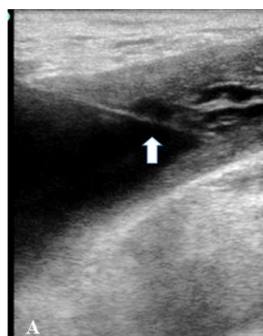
Лазерная облитерация КБ. А: В полость кисты введен лазерный торцевой световод (Стрелка). Б: Под УЗИ-контролем выполнена лазерная облитерация кисты; место облитерации обозначено стрелкой
